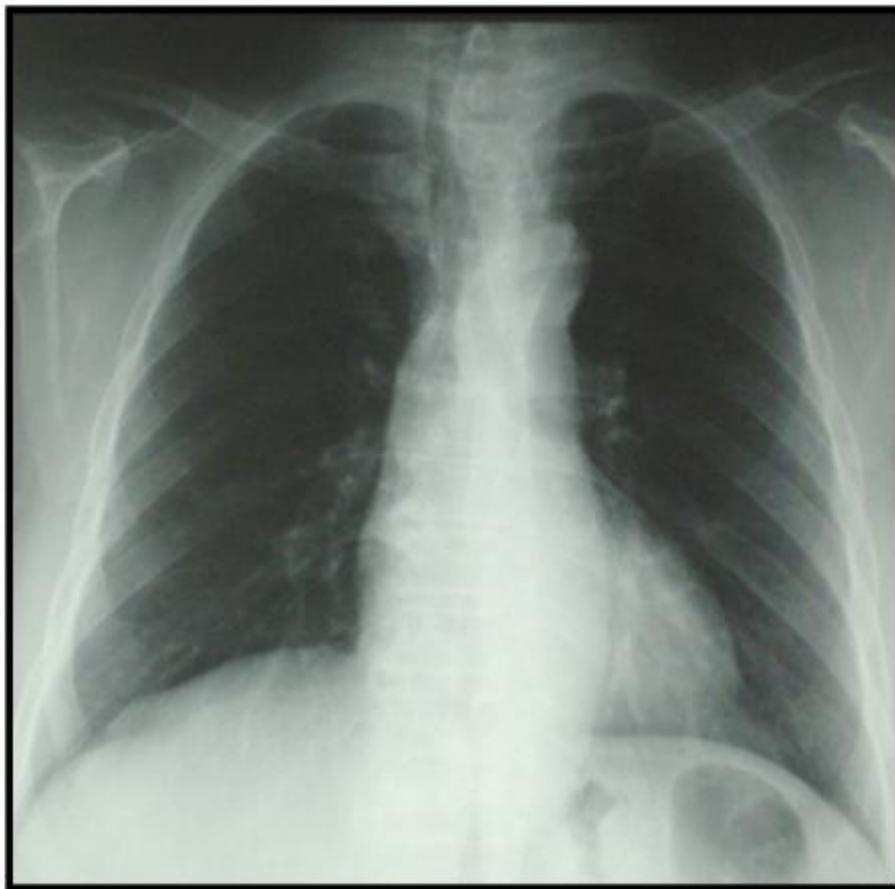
Radiographie thoracique de face : déviation trachéale.
